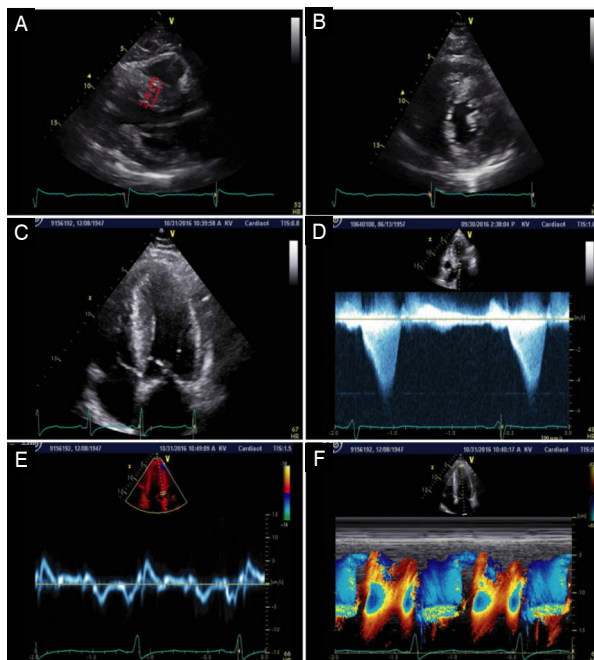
Achados ecocardiográficos clássicos na miocardiopatia hipertrofica. A e B Hipertrofia septal. C: Movimento sistólico anterior da V. mitral, D: Gradiente na via de saída do VE. E doppler tecidual e redução da mobilidade do septo. F: Fluxo diastólico mitral sugerindo disfunção diastólica impronte. (arquivo próprio).
